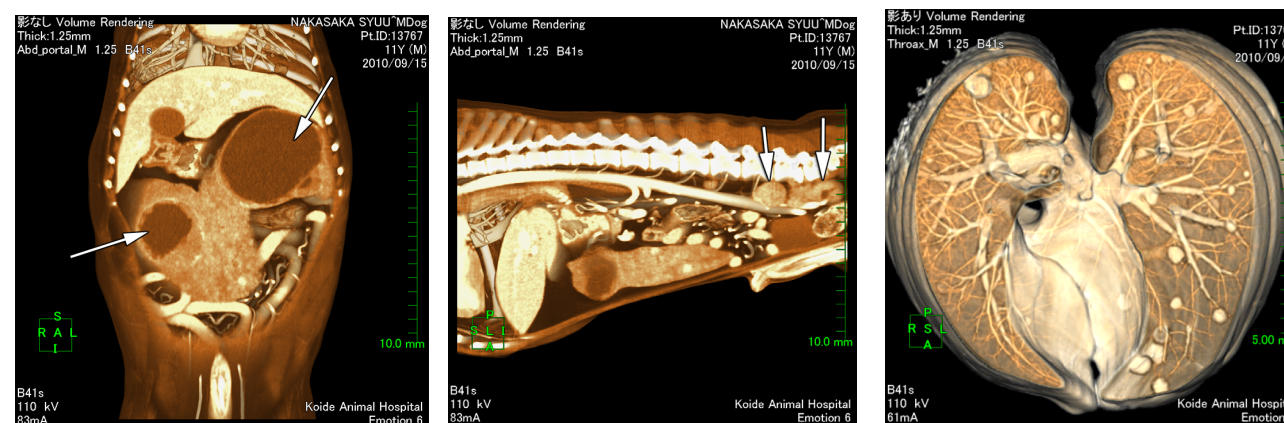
造影3D-CT所見 (矢印: 脾臓シスト)
